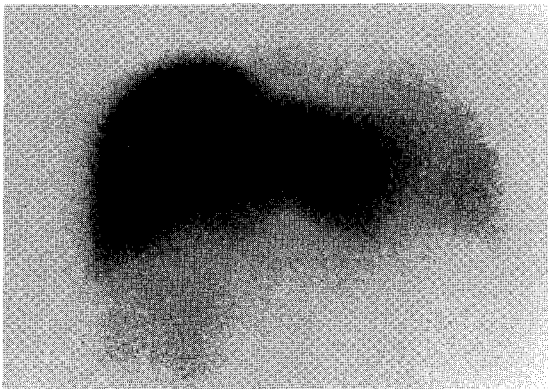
$^{99m}\text{Tc}$ -phytate liver scintigraph shows diffuse colloid uptake in the tumor inferomedial to the liver. The intensity of the tumor uptake is lower than that of the liver.
